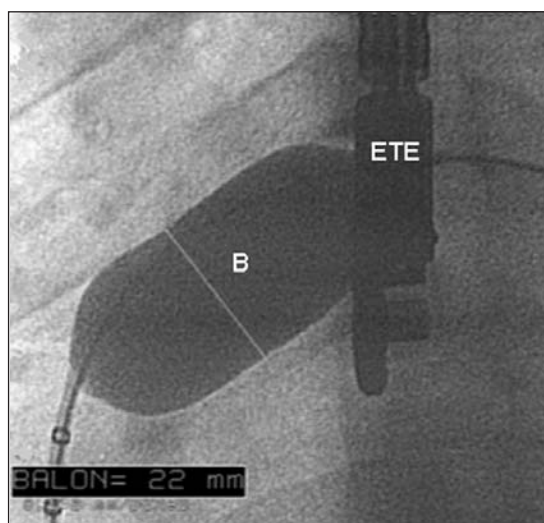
Fluoroscopia en proyección oblicua anterior izquierda. ETE: sonda para el ecocardiograma transesofágico. B: balón medidor, con su medida en el recuadro.
